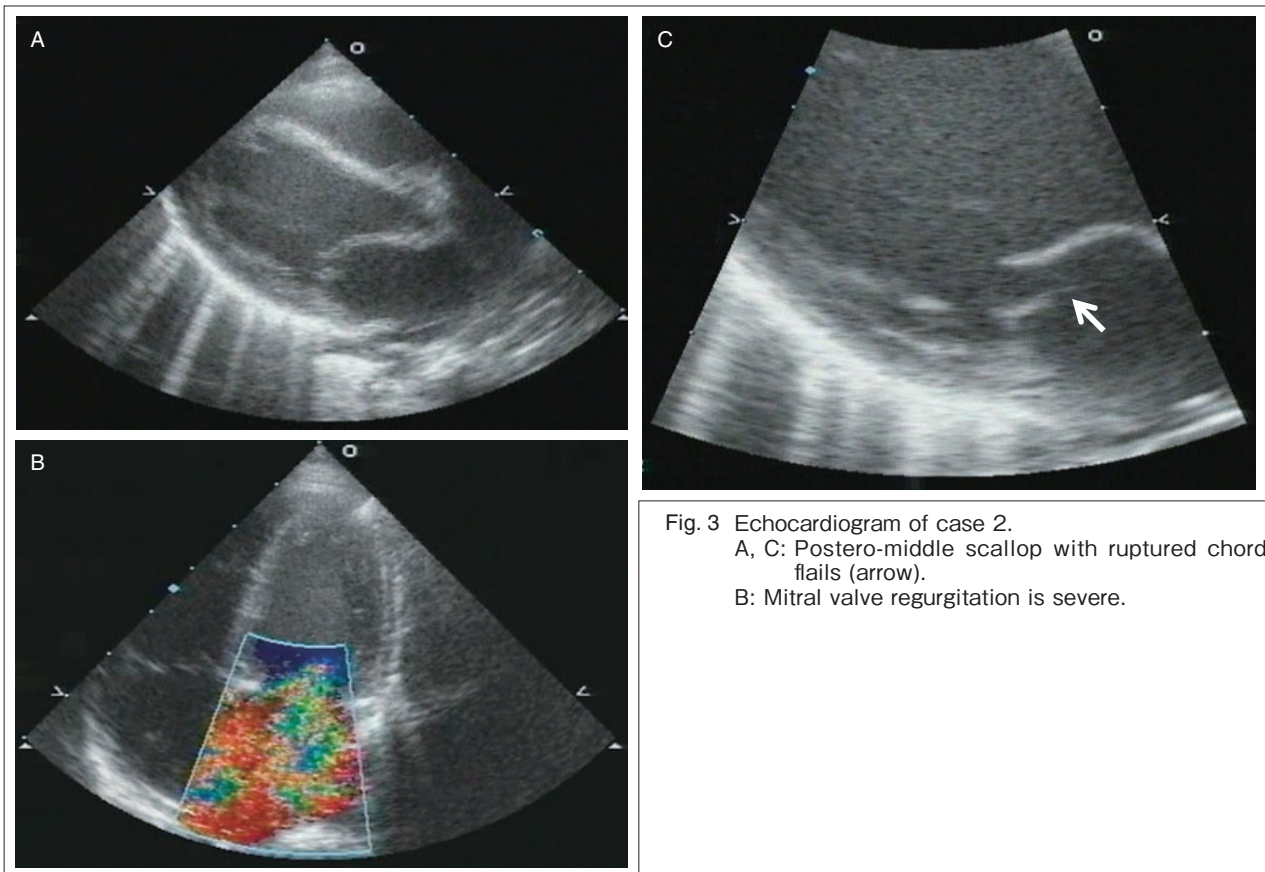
Echocardiogram of case 2.
